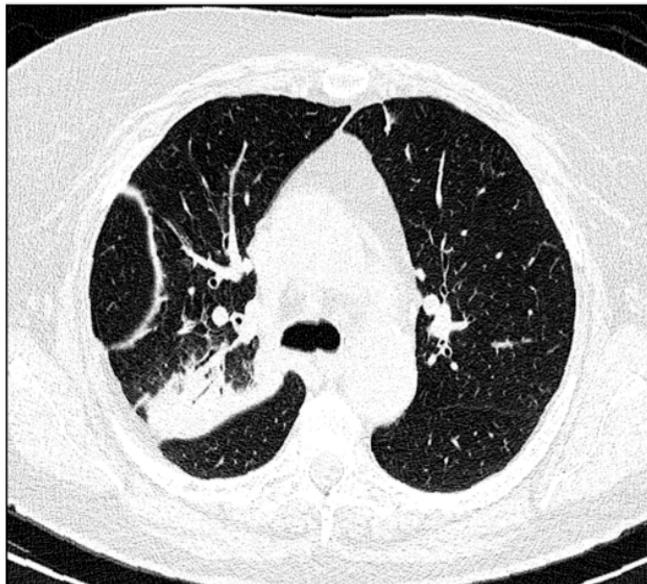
Компьютерная томограмма больного правосторонней пневмонией
